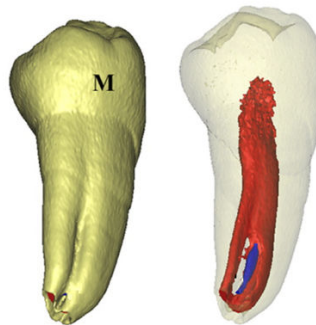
reconstruction 3D d'une première prémolaire mandibulaire avec un canal en "C" à partir d'un scan micro-CT de Gu et coll. [57] (M : paroi mésiale).
